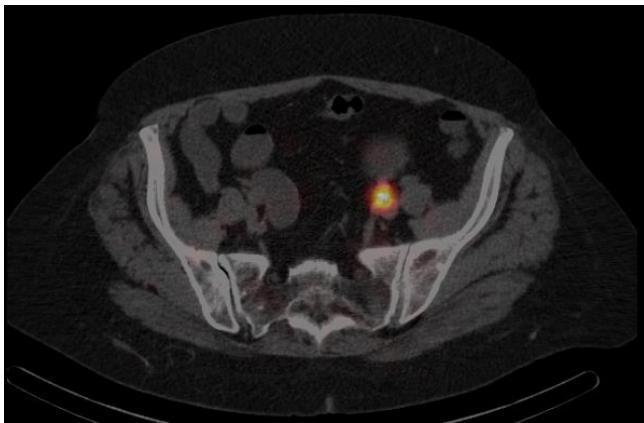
ОФЭКТ-КТ томограмма. Накопление РФП во внутренних подвздошных лимфоузлах слева
